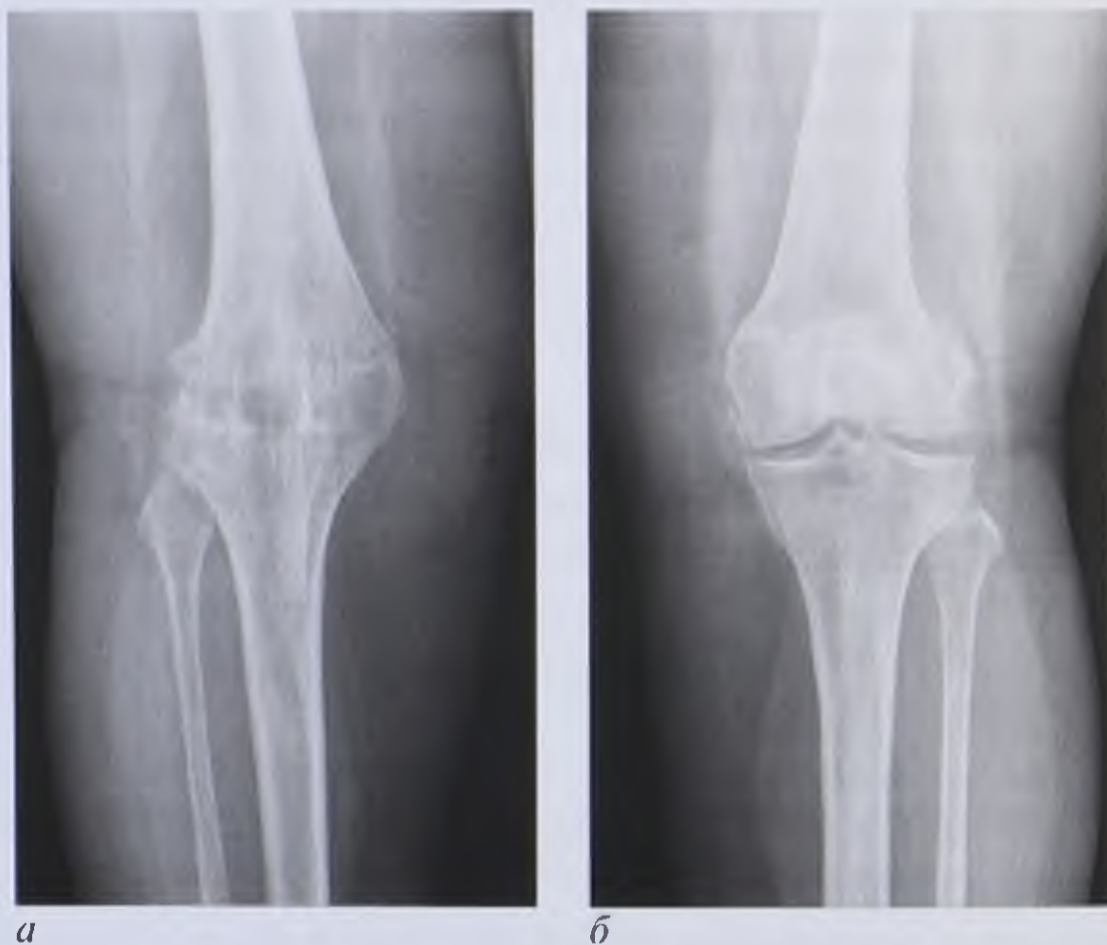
Рентгенограмма коленных суставов в прямой проекции: *а* — тотальный костный анкилоз правого коленного сустава; *б* — деформирующий артроз левого коленного сустава
